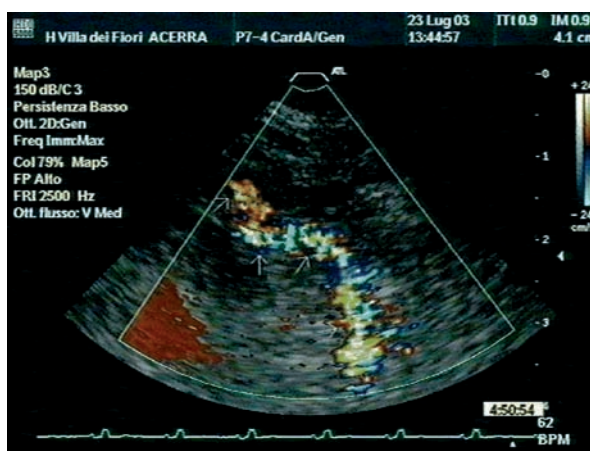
Visualizzazione dell'arteria discendente anteriore medio-distale mediante ecocardiografia color Doppler transtoracica.
